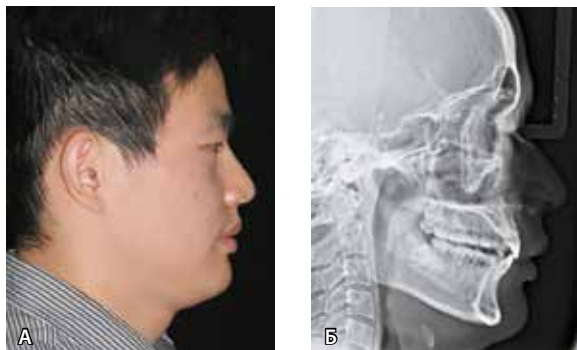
Фото лица пациента 1.1 в профиль (А) и телерентгенография черепа в боковой проекции (Б) после лечения
